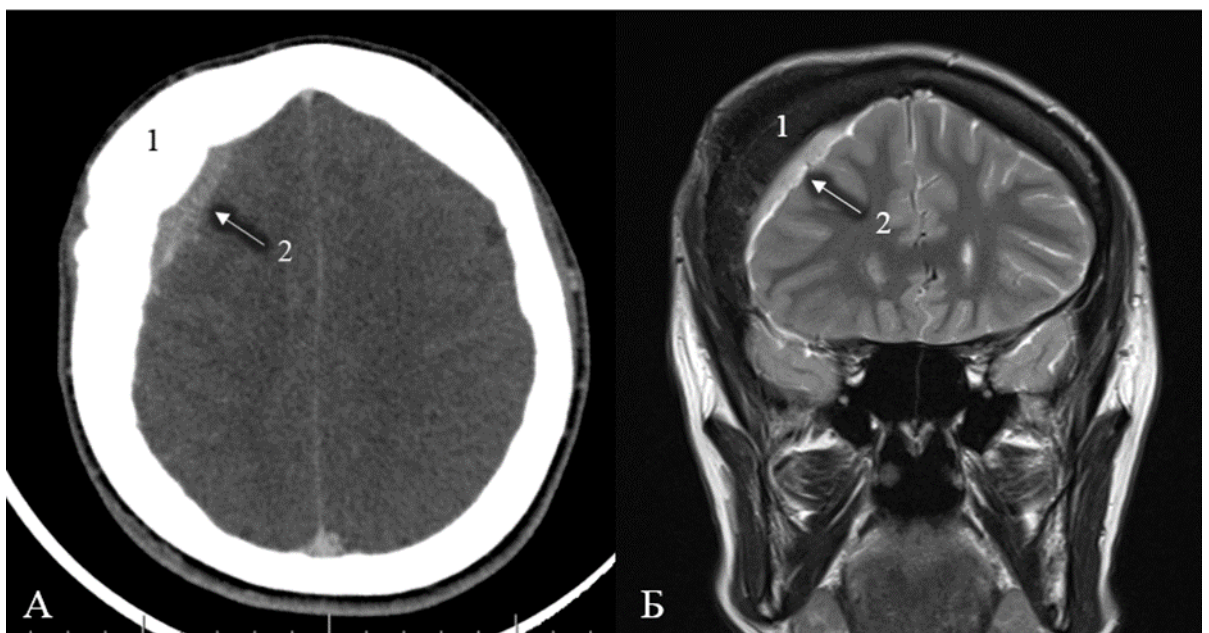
До операции. А (аксиальный срез, СКТ головного мозга); Б (МРТ головного мозга коронарный срез, T2 - взвешенное изображение): 1 – гиперостоз, 2 – интракраниальная часть менингиомы
